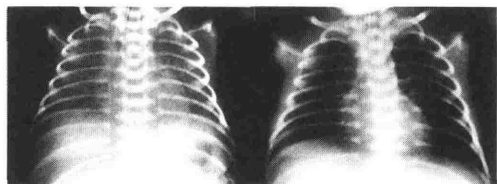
人工サーファクタント補充前後のRDSの胸部X線写真
